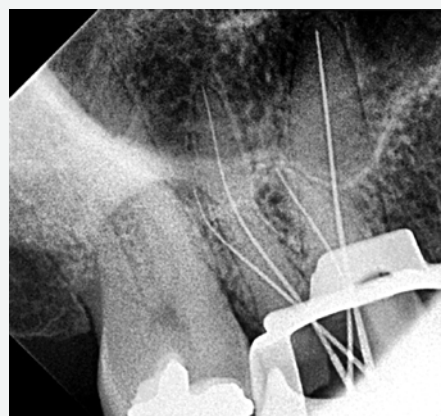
Radiografía de conductometría en la que se observa la instrumentación individual de los cuatro conductos radiculares conforme a la anatomía identificada.
